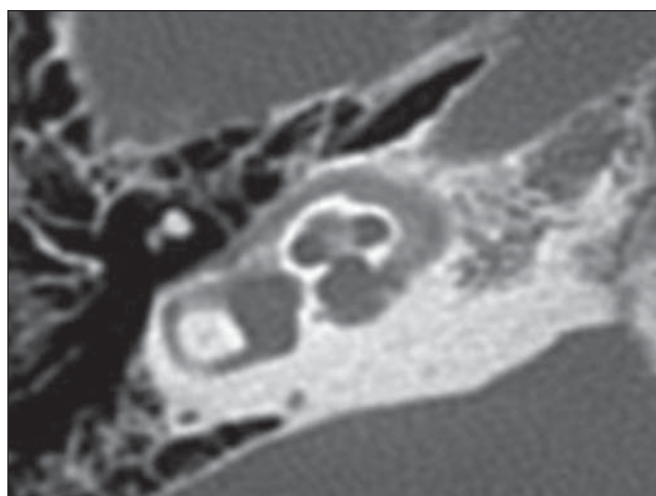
Tomografia computadorizada, reconstrução no plano axial oblíquo. Osteogênese imperfeita.
